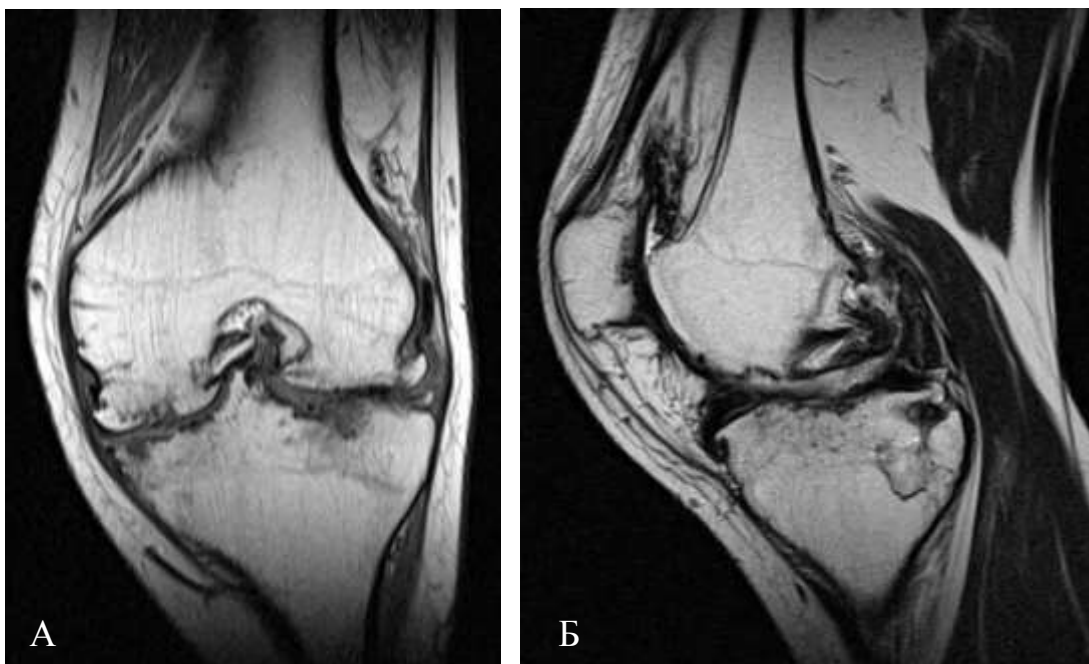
МРТ коленного сустава А – в коронарной проекции в режиме T1-ВИ, Б – в сагиттальной проекции в режиме T2-ВИ
